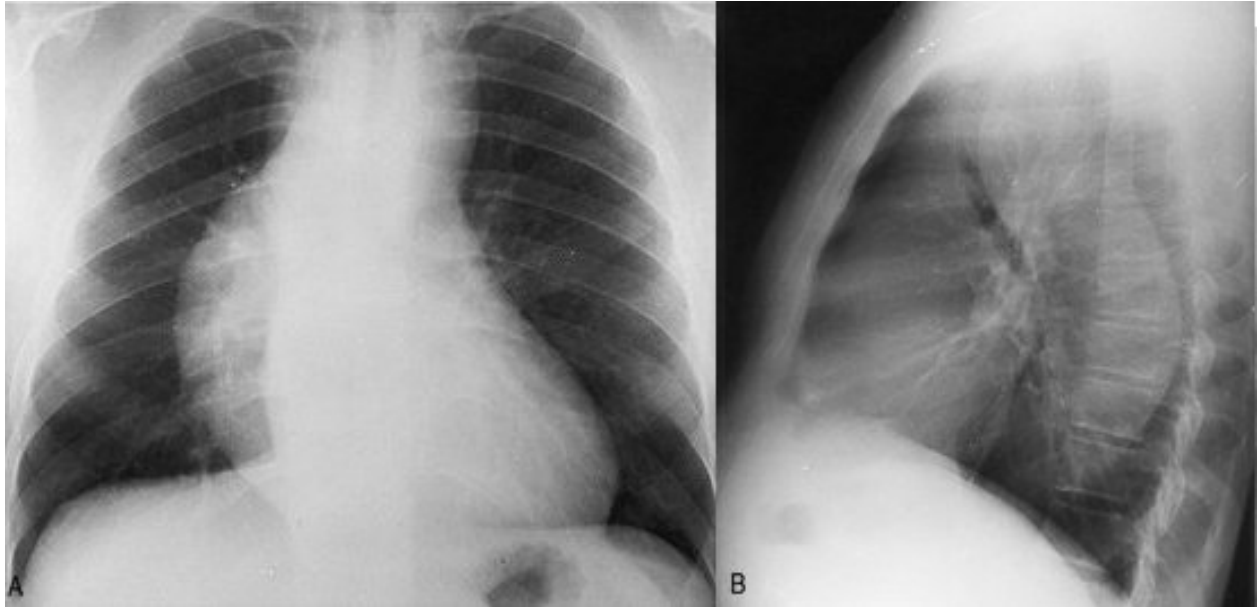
Radiographie pulmonaire de face et de profil :
